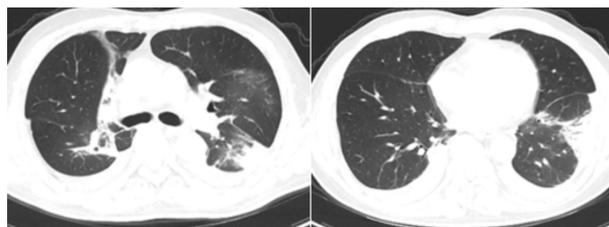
病例 4 出院前(2020-12-7)肺部 CT
